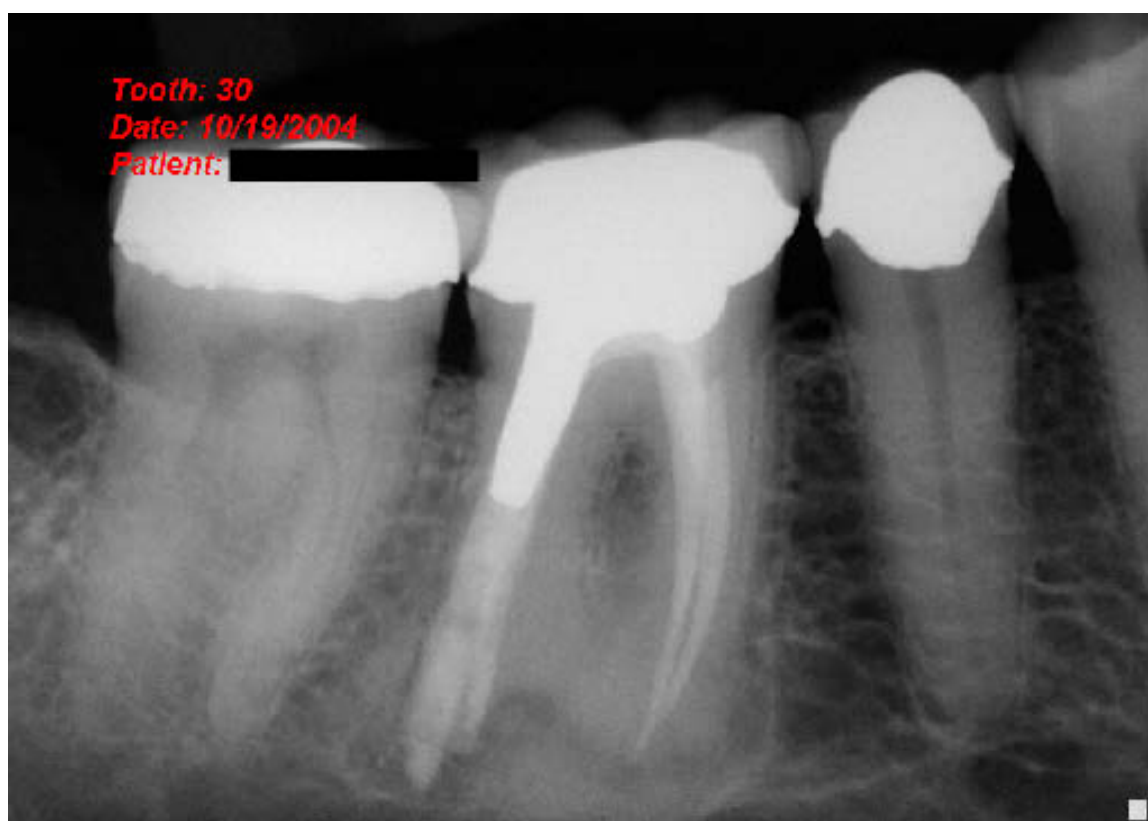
Die Recall-Röntgenaufnahme (19.10.2004) zeigt einen noch verbreiterten Parodontalspalt im Bereich der distalen Wurzel.
